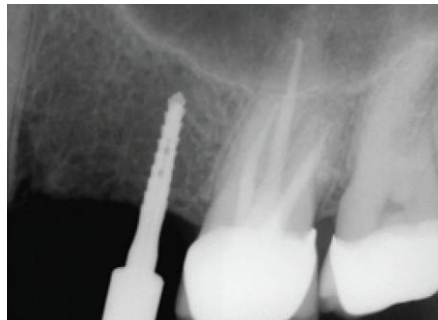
Radiographie foret pilote en place
